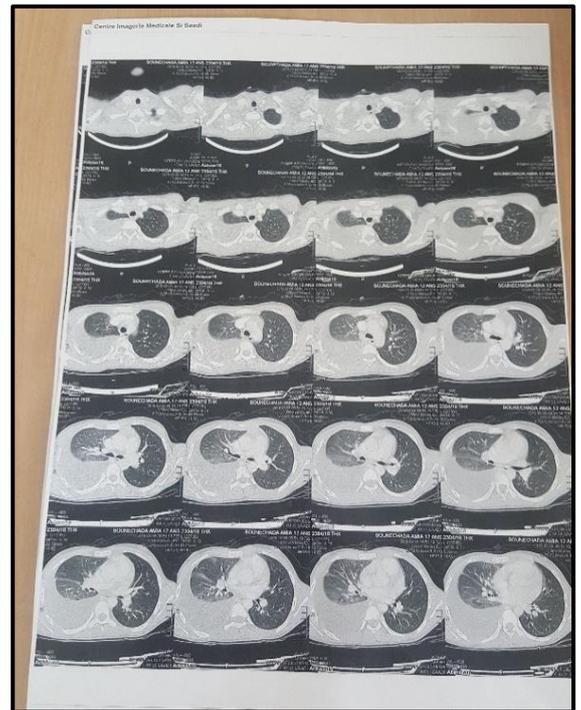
TDM avant la thoracoscopie
